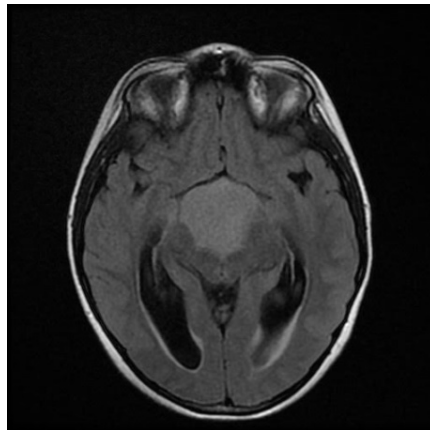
Imagen de RM de CF. Obsérvese su localización centrada en el quiasma y la región hipotalámico-hipofisaria. Estos tumores a menudo generan quistes de gran tamaño que son los verdaderos causantes de los síntomas de HTIC y su drenaje puede ser una medida conservadora que puede generar un daño hipotalámico irreversible.
